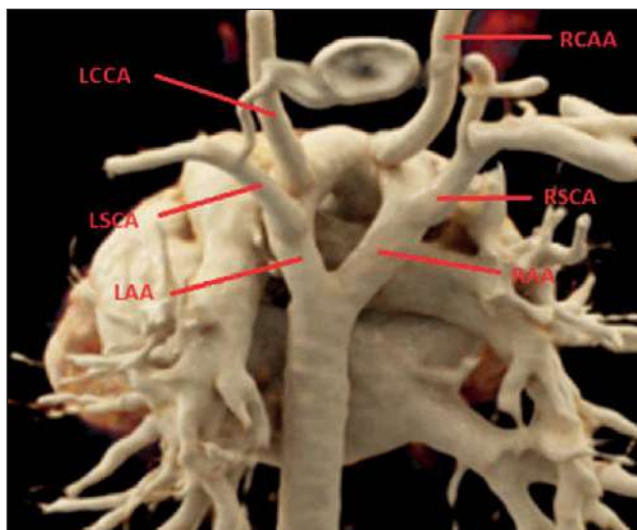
Double aortic arch with equal functioning of the left and right arch — complete vascular ring (CT scan — courtesy of Pediatric Cardiac Surgery Center, Kyiv, Ukraine, Department of Radiology): RAA — right aortic arch; LAA — left aortic arch; RSCA — right subclavian artery; LSCA — left subclavian artery; LCCA — left common carotid; RCCA — right common carotid artery
